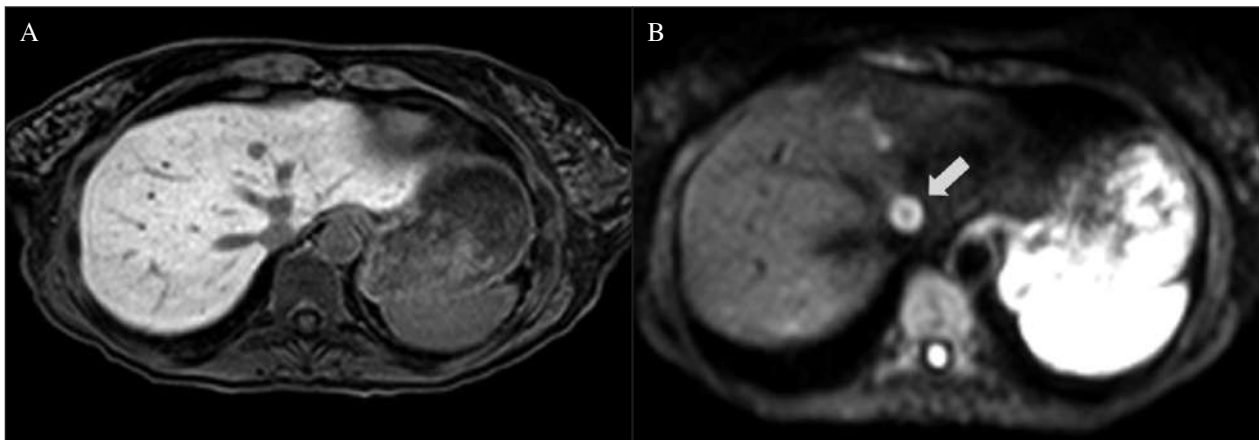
Metástasis hepáticas de origen colorrectal. Exploración mediante RM, secuencia T1 obtenida durante la fase de excreción biliar tras la administración de ácido gadoxético (A) y secuencia de difusión (B). Se aprecian dos metástasis en el segmento 4. La lesión de mayor tamaño, adyacente a las venas suprahepáticas media e izquierda (flecha) se identifica con más facilidad en la secuencia de difusión.
